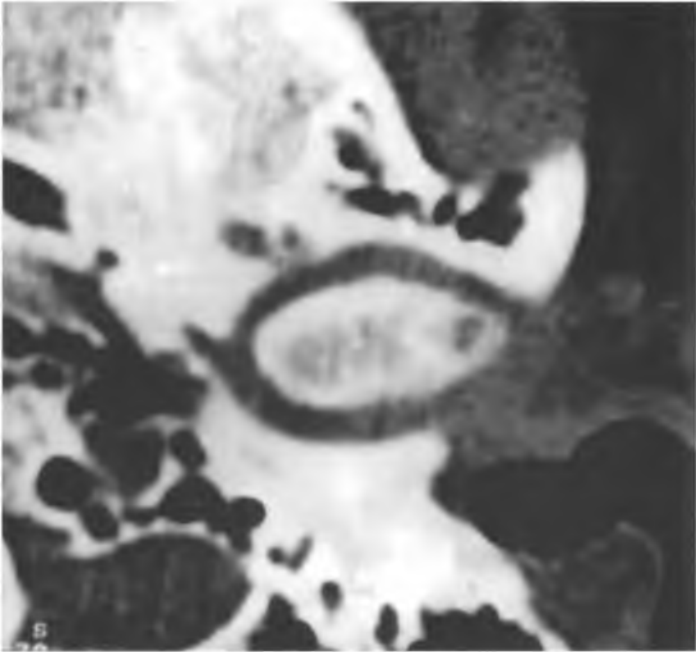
Przekrój osiowy TK w wysokiej rozdzielczości. Przednie przemieszczenie krążka stawowego z widoczną wewnątrz torbielką (zmiany zwyrodnieniowe w przebiegu r.z.s.).
